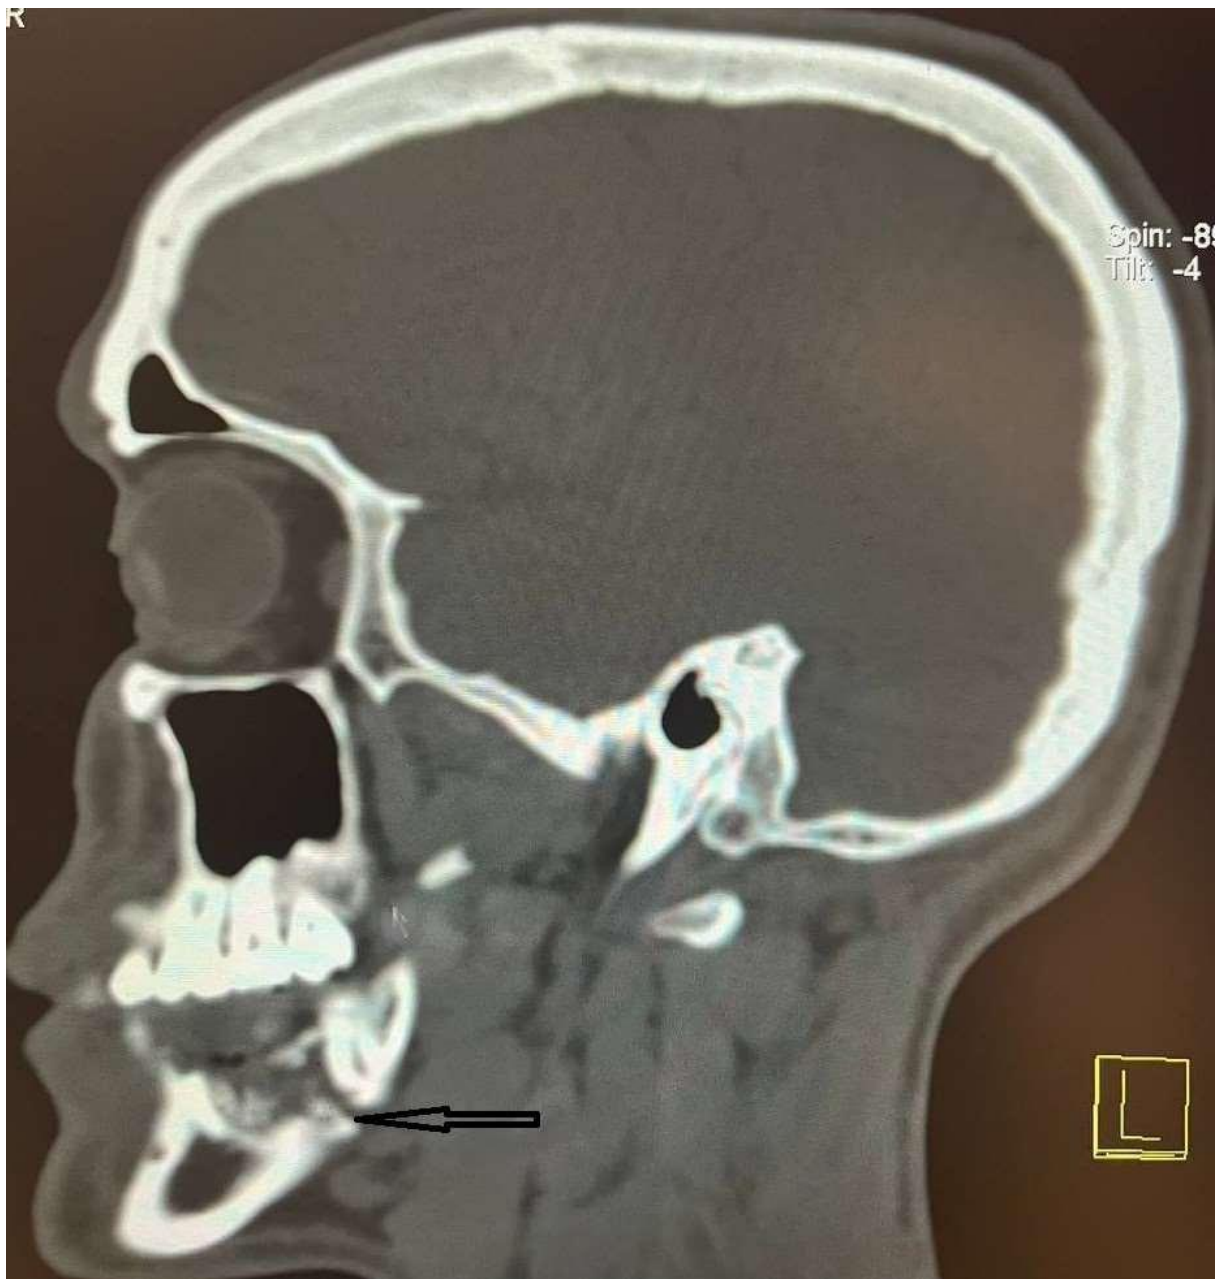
TDM crânio-encéphalique, reconstruction sagittale en fenêtre osseuse, montrant une fracture mandibulaire gauche (flèche→).
